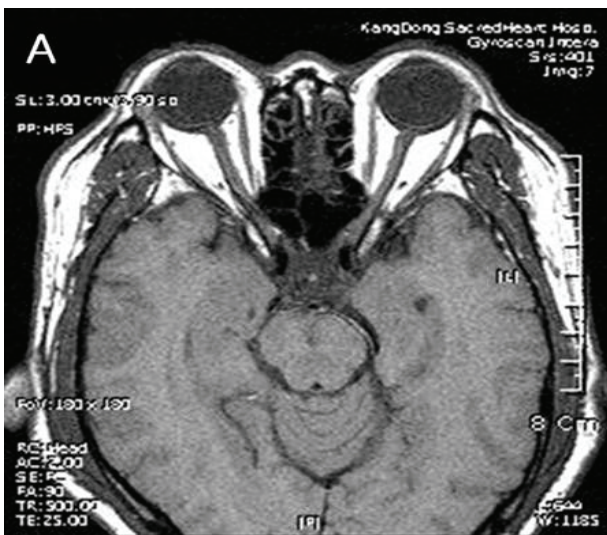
Orbit MRI (A) T1W1 image, (B) T1W1 with enhancement image. MRI shows no mass lesion, nor abnormal enhancement in the optic nerve.
